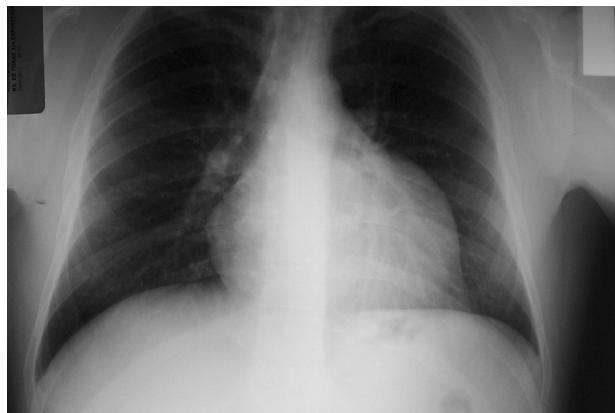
Radiografía de tórax en la que se observa un borde ventricular izquierdo prominente.
